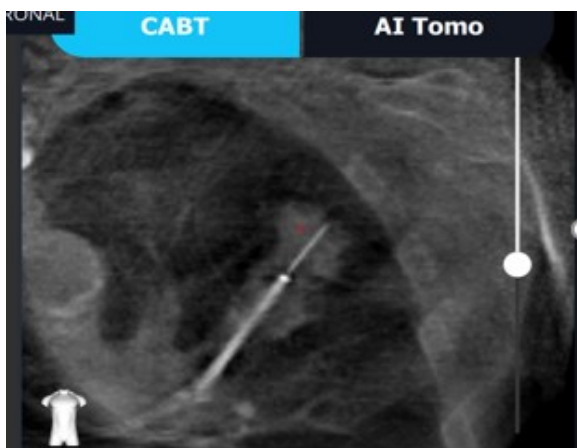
Rekonstruerede CT-lignende optagelser (CABT)
